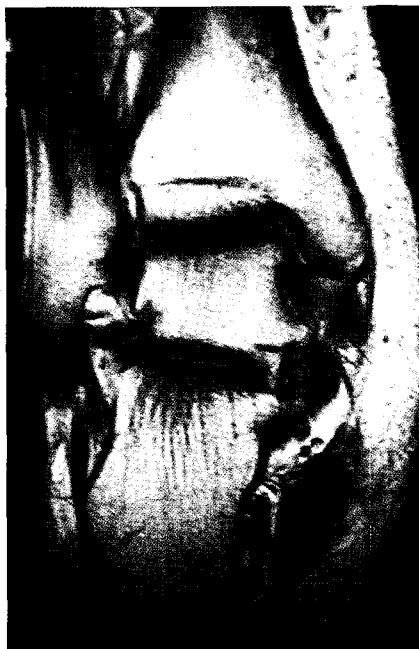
Ankle MRI of case II
